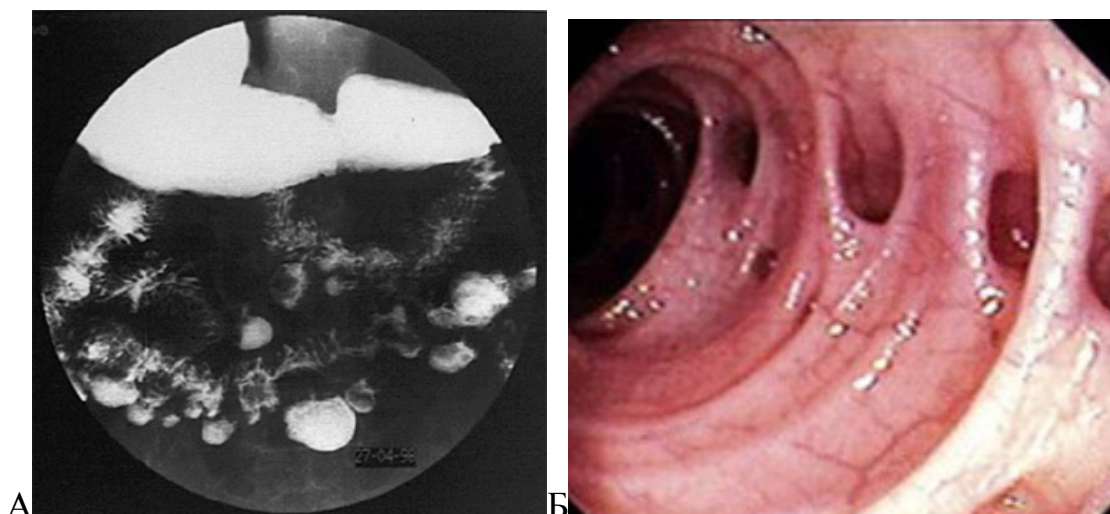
Рентгенологическая (А) и эндоскопическая (Б) картина дивертикулеза тонкой кишки.
